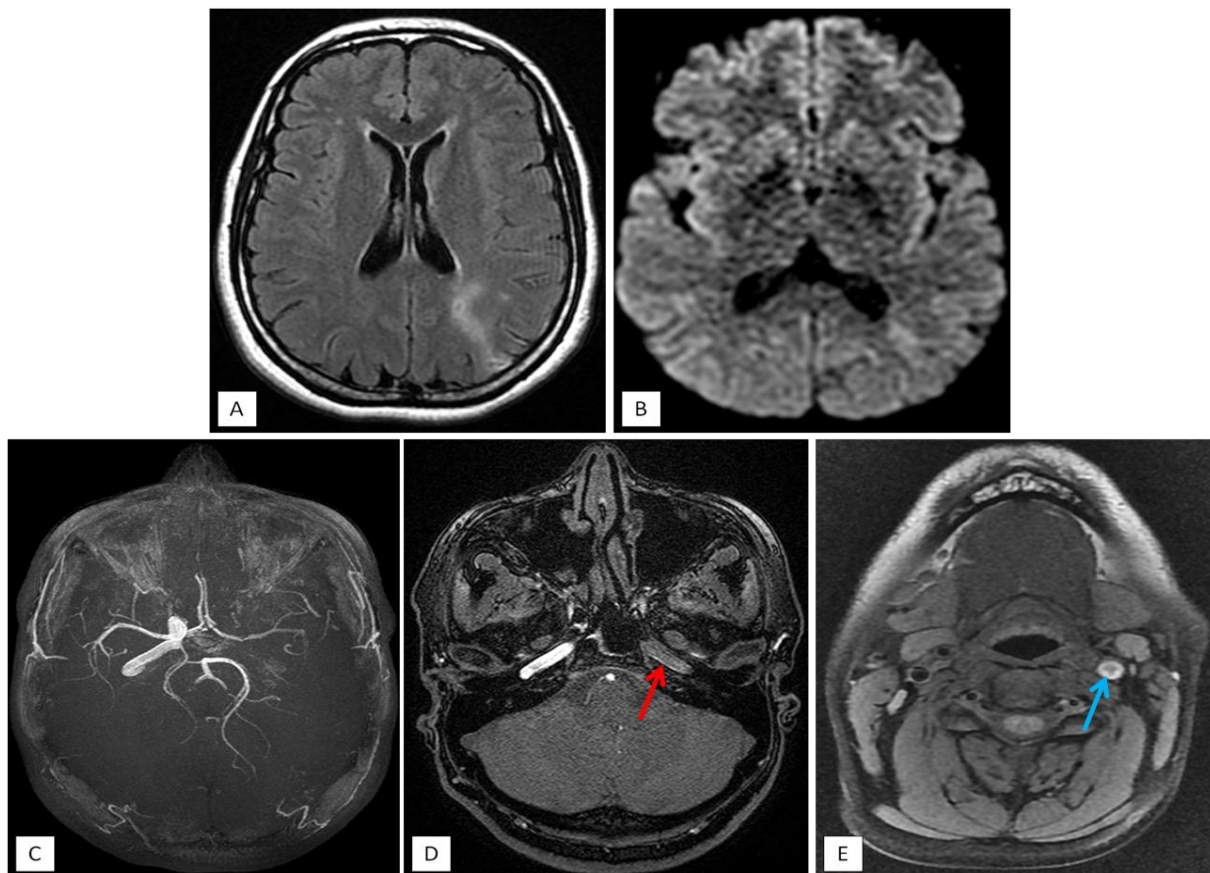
L'IRM cérébrale objective la présence d'un hypersignal en T2 et FLAIR (coupe axiale : A) de topographie jonctionnelle postérieure gauche, restrictif en diffusion (coupe axiale : B), d'origine ischémique. L'analyse de la séquence 3DTOF objective l'amputation de l'ACI gauche (flèche rouge : C, D), avec présence d'un épaississement pariétal irrégulier de l'ACI gauche depuis son émergence jusqu'à sa portion intra-caverneuse décrit en hypersignal T1 FAT SAT (flèche bleue : coupe axiale : E) correspondant à un hématome pariétal responsable d'une sténose significative de l'ACI gauche de plus de 90 %.
